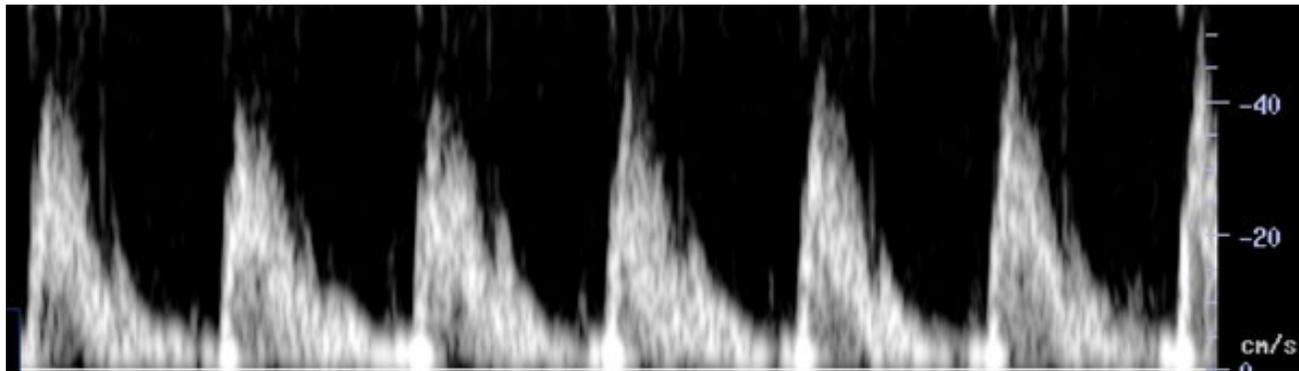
Onda espectral Doppler de arteria pulmonar fetal. Rojas, Marcos. (2018).
